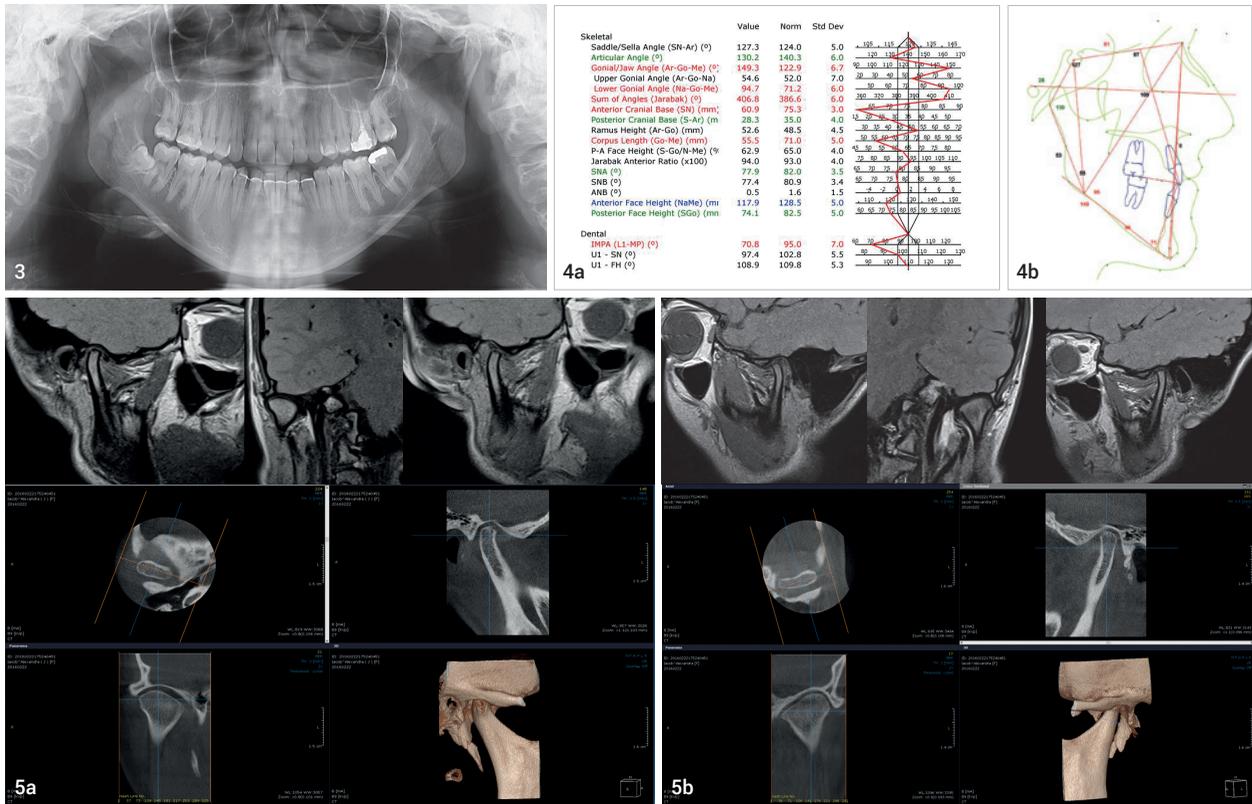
Anfangs-OPG. Abb. 4a und b: Digitale zephalometrische Analyse vor Behandlungsbeginn. Abb. 5a und b: Anfangs-DVT sowie Anfangs-MRT der Kiefergelenke.
